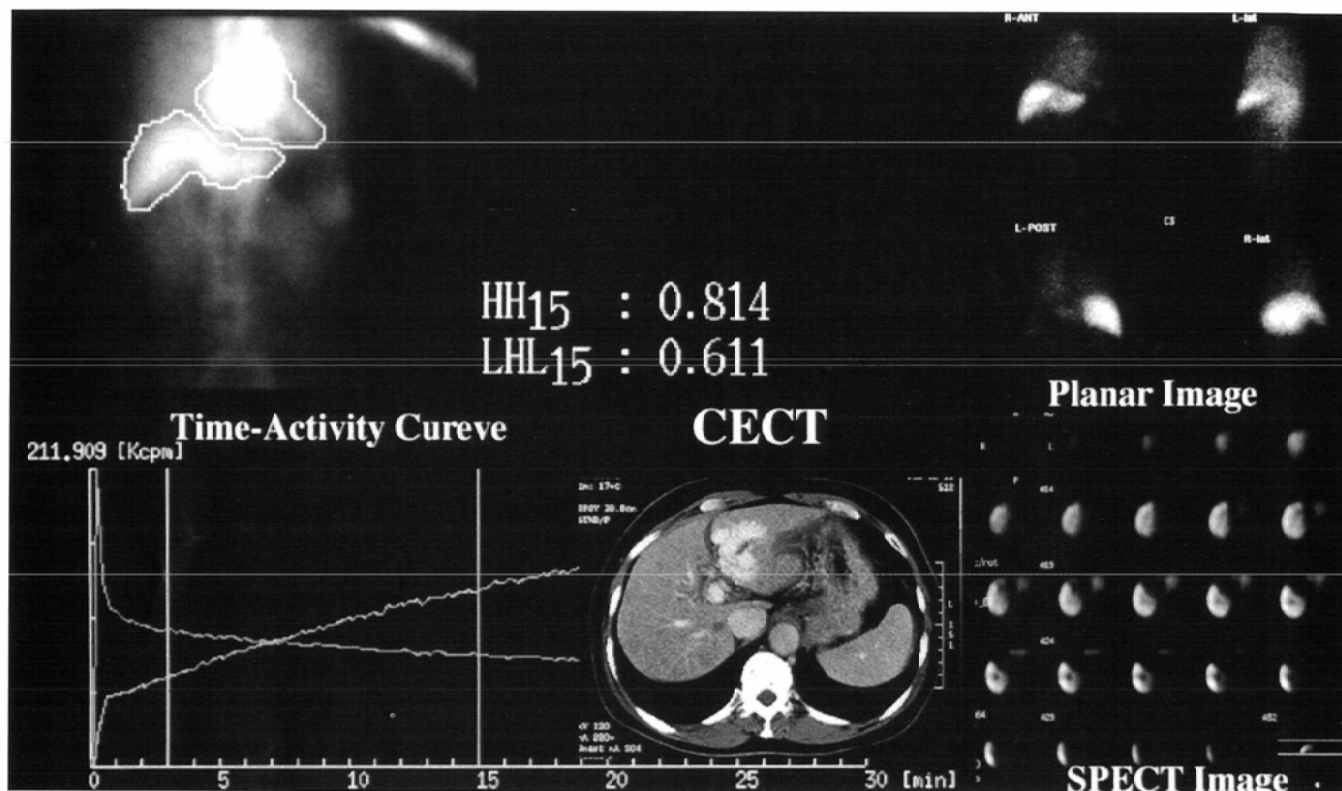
^{99m}Tc -GSA scintigraphy and contrast CT scan in a 61-year-old woman with hepatic encephalopathy caused by porto-venous shunt. Upper right: planar image, lower right: SPECT image, left: regions of interest and time-activity curve.
